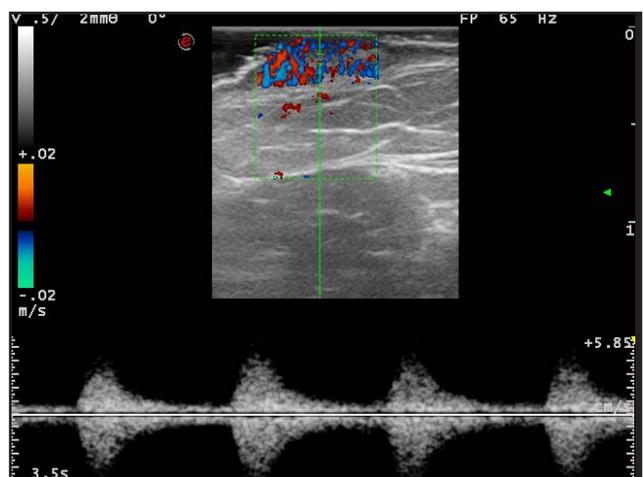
Doppler pulsado: flujo arterial alto. Cortesía Dr. Alfageme.
